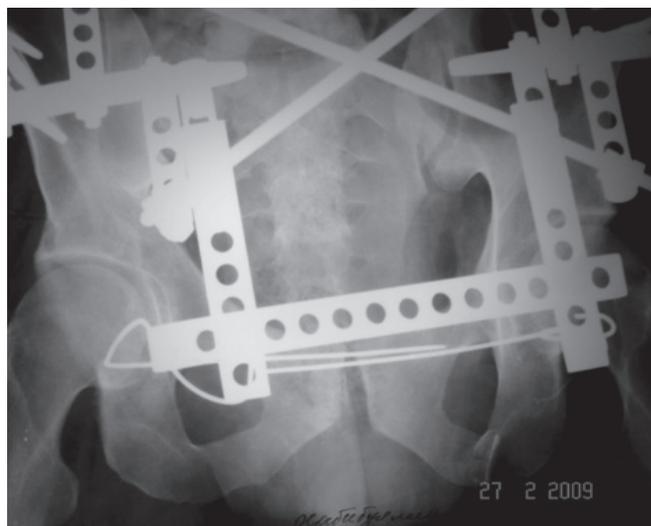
Обзорная рентгенограмма таза 6-й В., 5 лет
